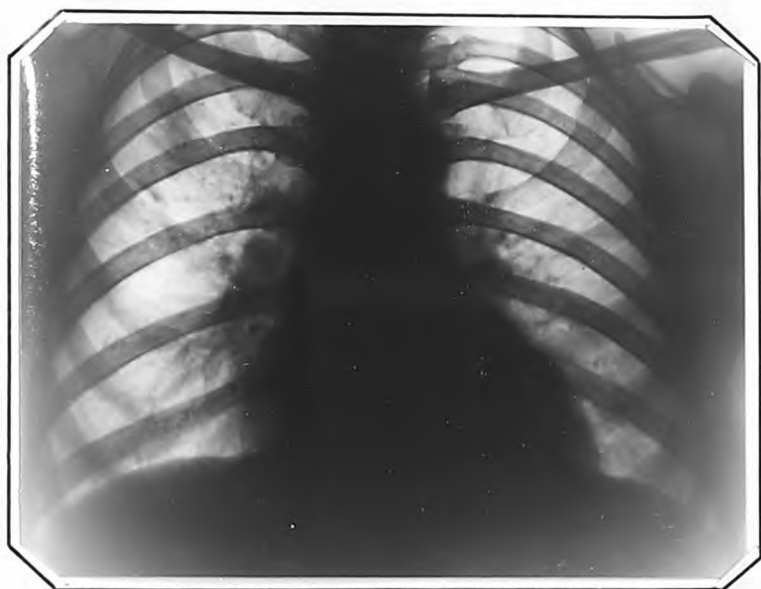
Рентгенограмма больной Г., от 27.VIII.1953 г.
